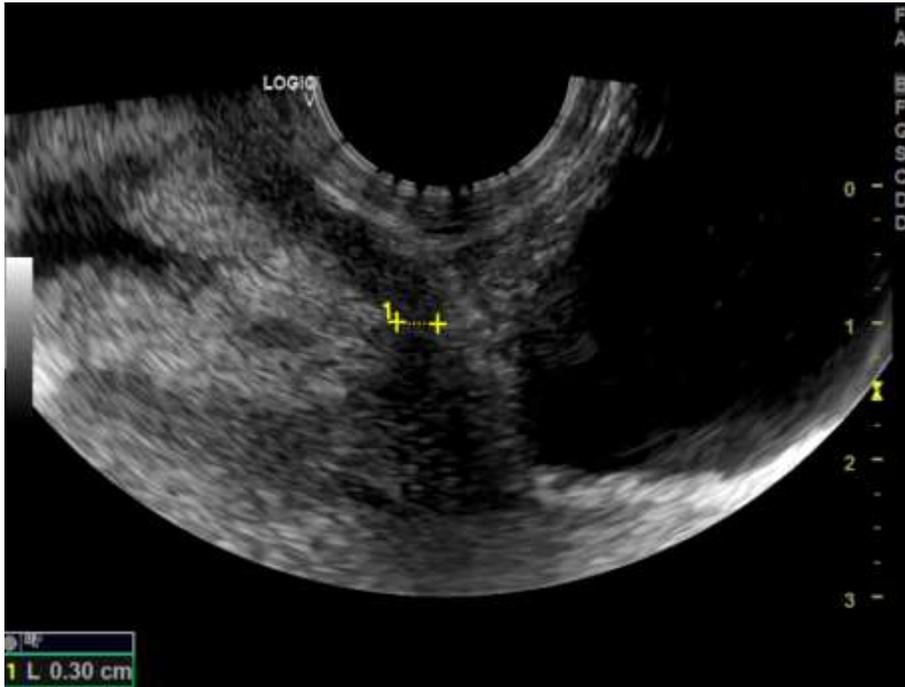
aspect échographique de la grossesse sur cicatrice (Mme H.B.)
